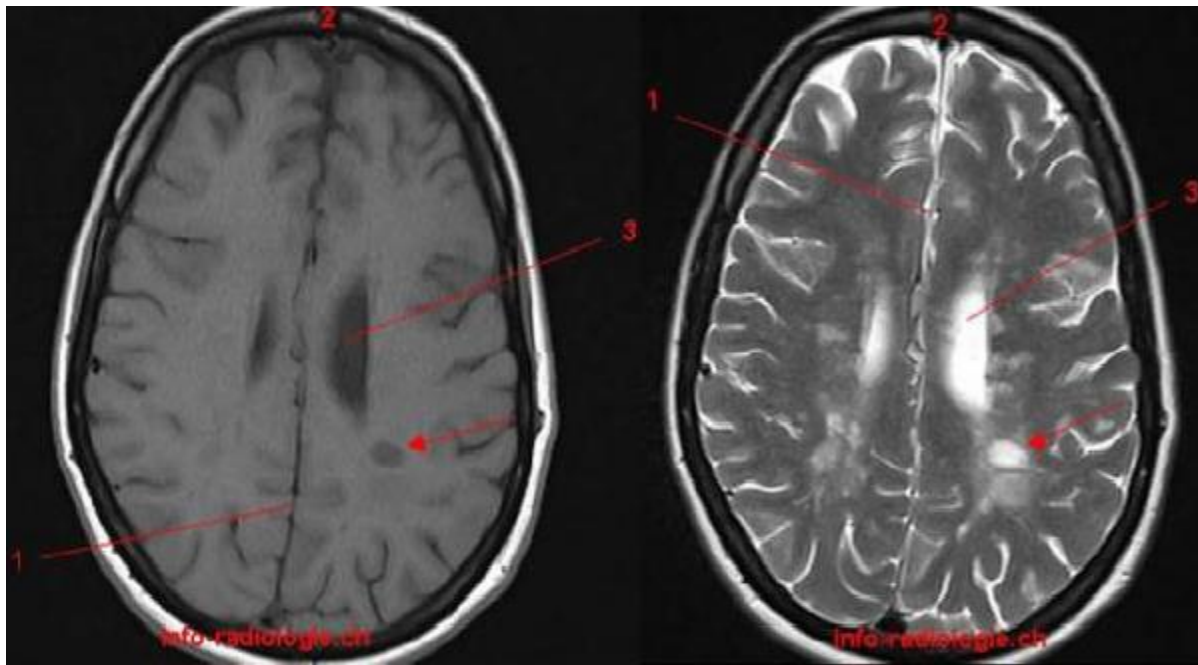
IRM cérébrale coupe axiale : à droite de l'image T1 et à gauche T2.
